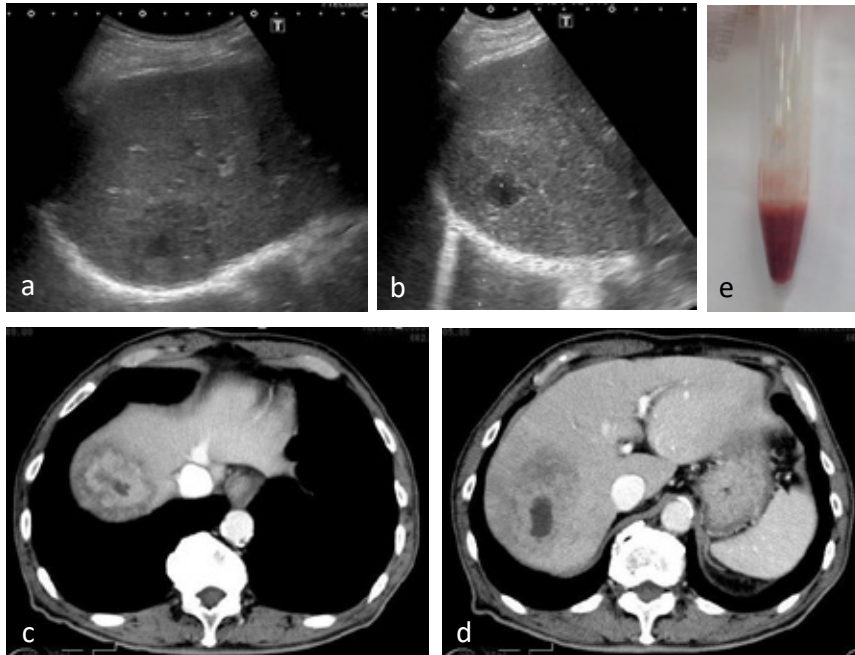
腹部超音波検査 肝S7に中心部に無エコー域を有する径7×4cmの不整形腫瘍を認めた.
